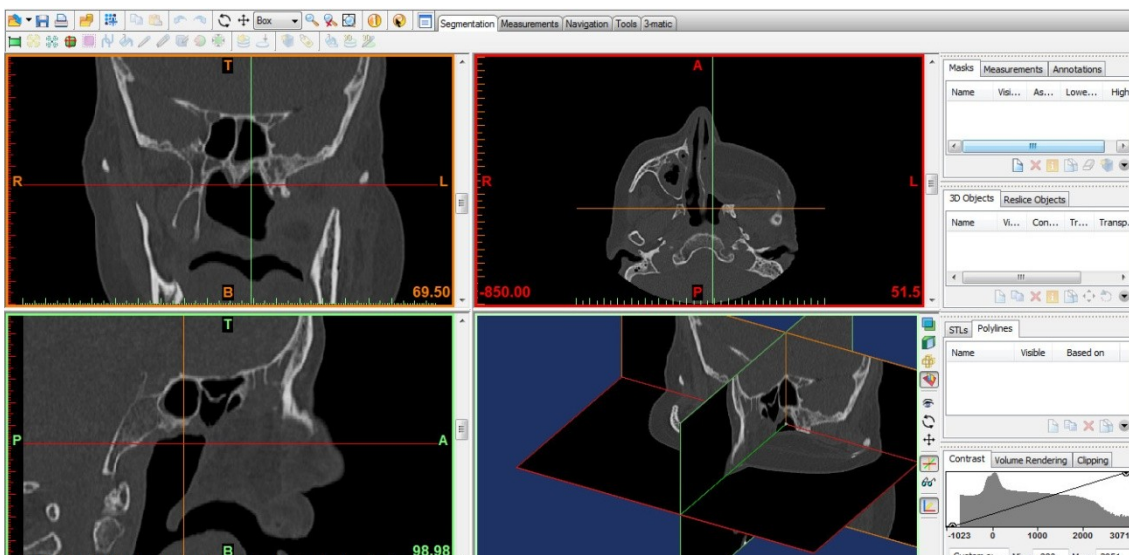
Imagens da TAC da paciente utilizada
